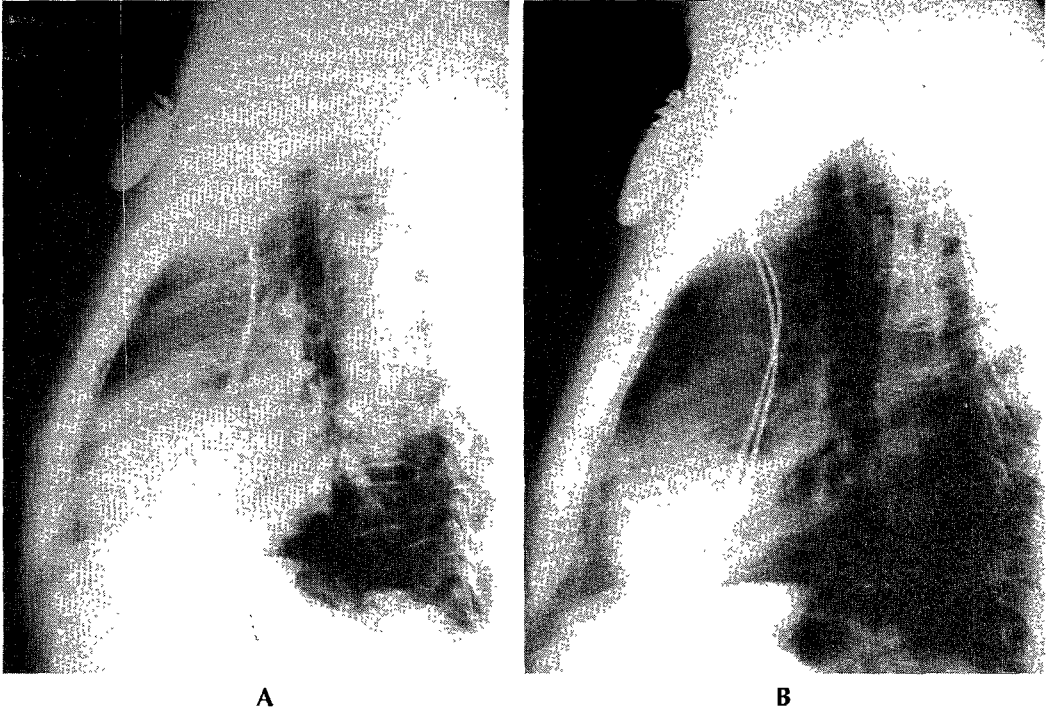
Lateral view of chest X-ray. Single chamber pacemaker(A) is changed to dual chamber pacemaker(B).
